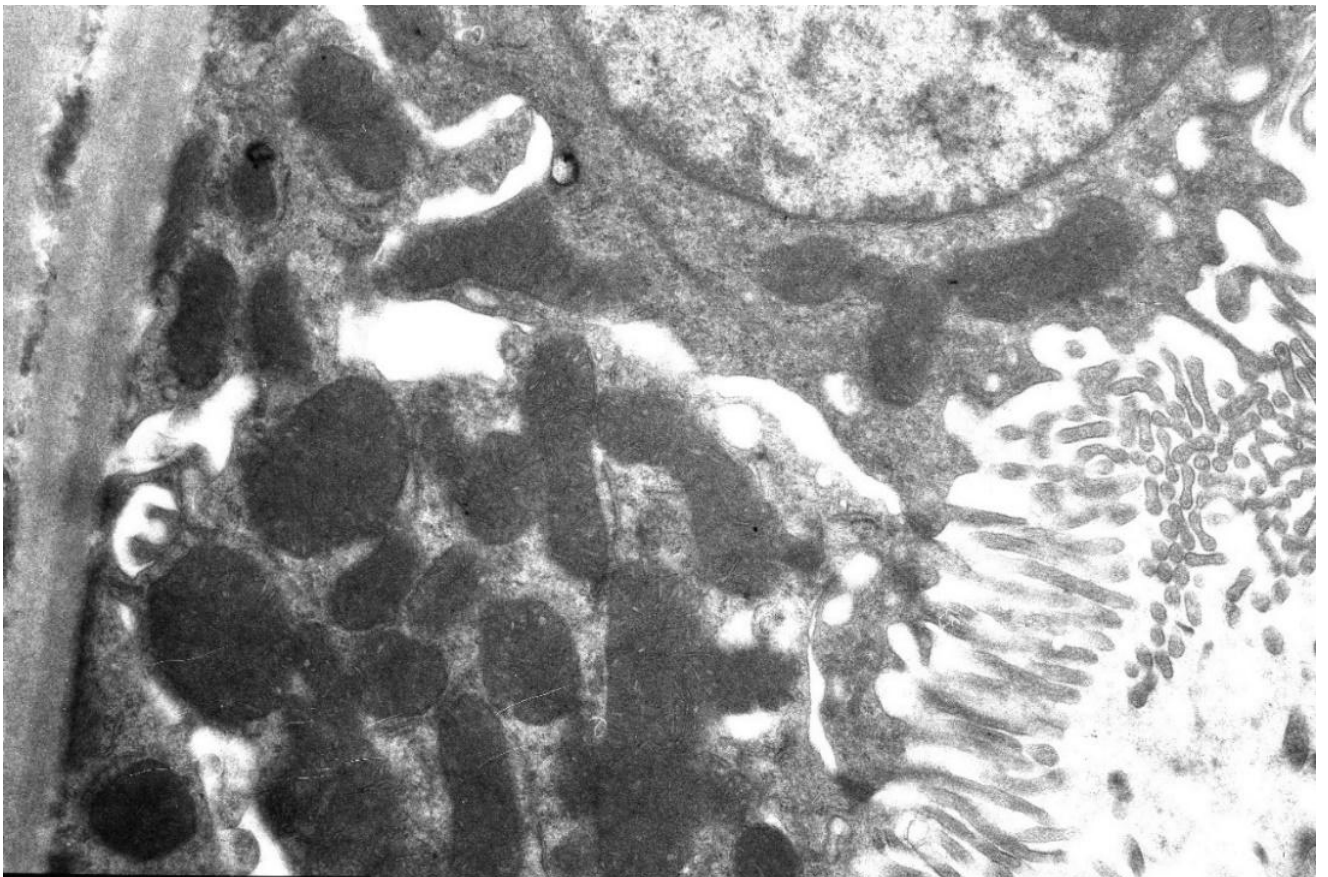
Проксимальный отдел нефрона после перфузии. В мембранных складках находятся митохондрии с электронно-плотным матриксом и плотными кристами. Щеточная кайма не изменена, ув. 14000х
